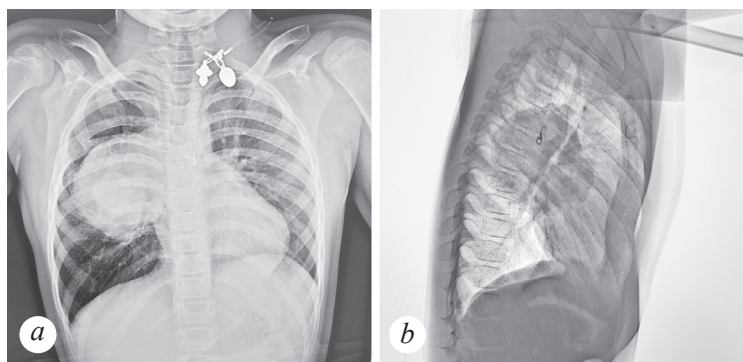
Пациент, 8 лет. Прямая (a) и правая боковая рентгенограмма (b) грудной клетки — справа, в проекции S6, огромное образование с ровными и четкими контурами, плотной интенсивности, не сопровождающееся нарушением проходимости бронхов
